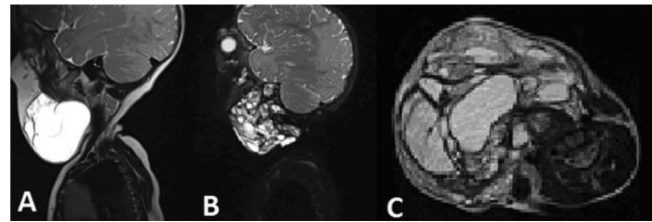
МРТ в режимі Т2-33, сагітальна проекція. А – великокістозна ЛМ обличчя і шиї, В – дрібнокістозна ЛМ голови, шиї, С – змішана ЛМ шиї
